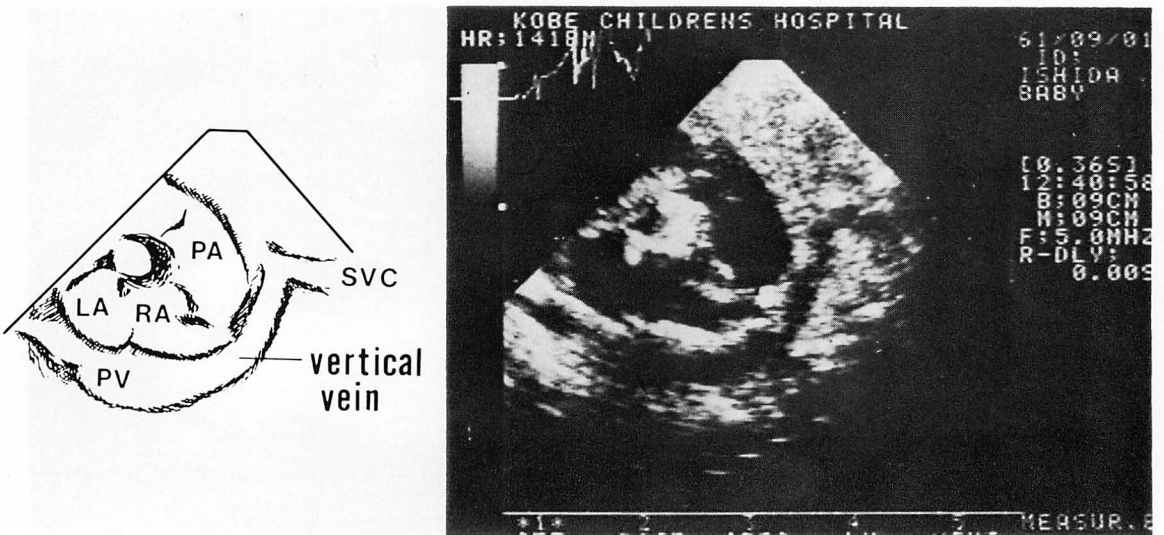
2-D echocardiogram of a patient with supracardiac type of TAPVD showing the vertical vein connected to the systemic vein. SVC=superior vena cava.
